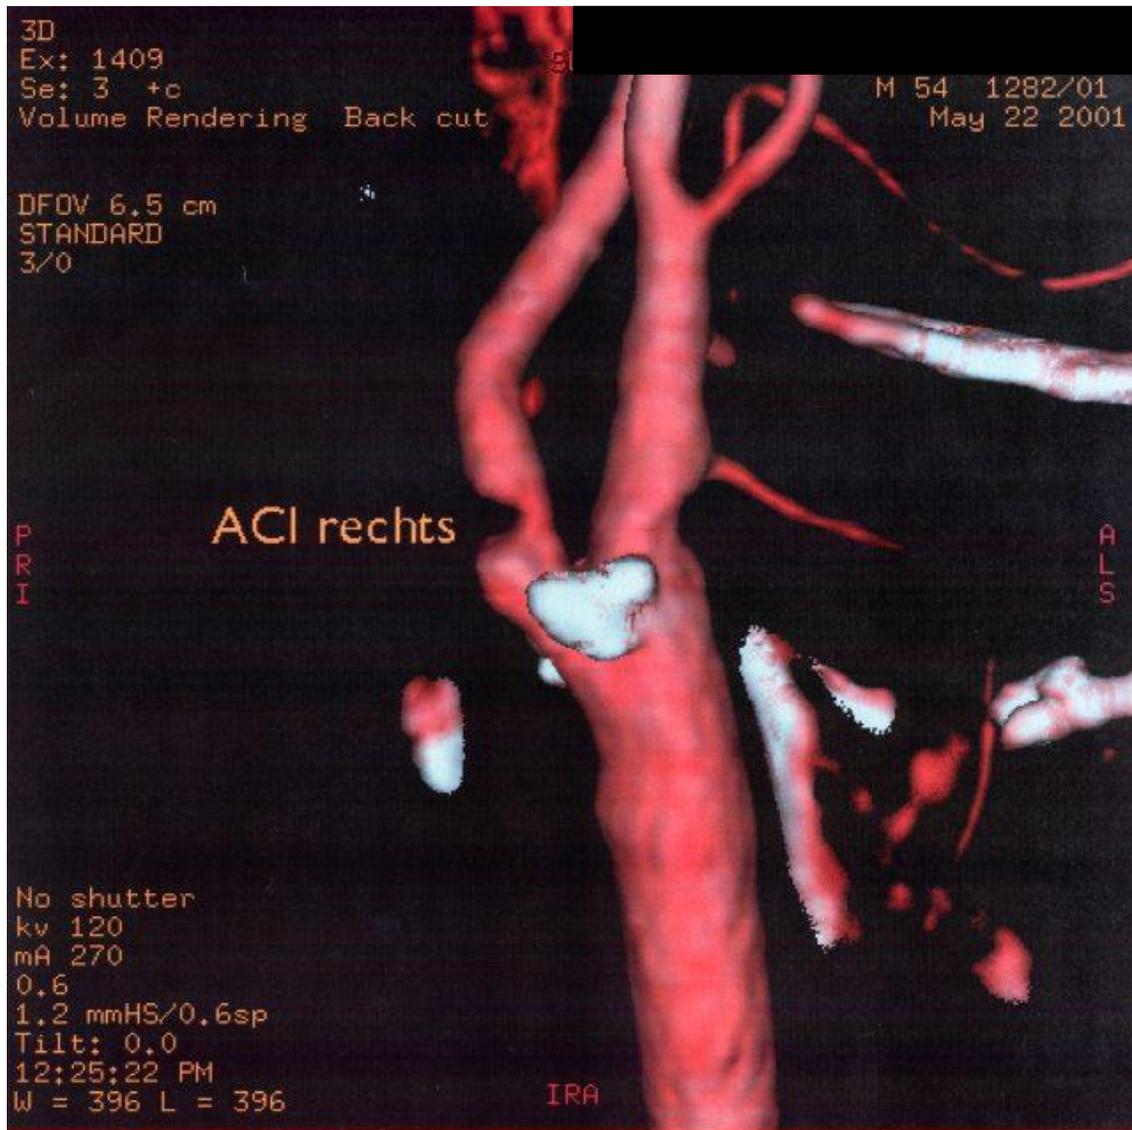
CTA der supraaortalen extracraniellen Arterien
